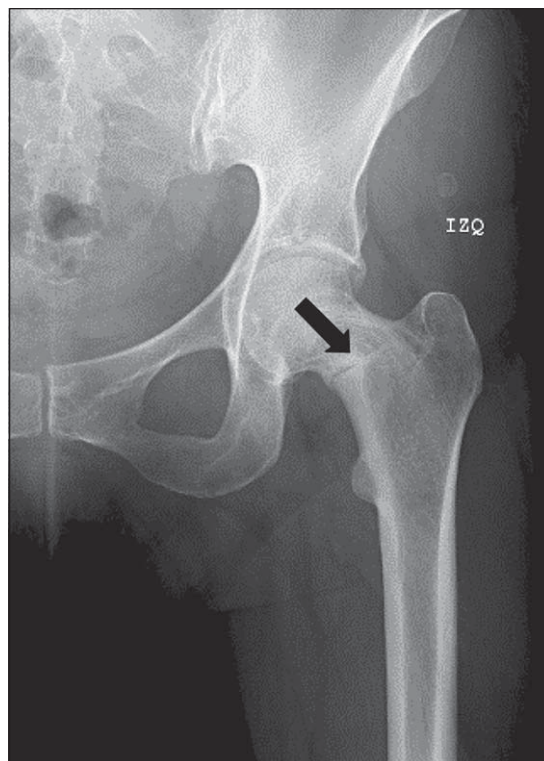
Radiografía anteroposterior de cadera izquierda donde se observa un rasgo de fractura en el cuello femoral y esclerosis circundante.
